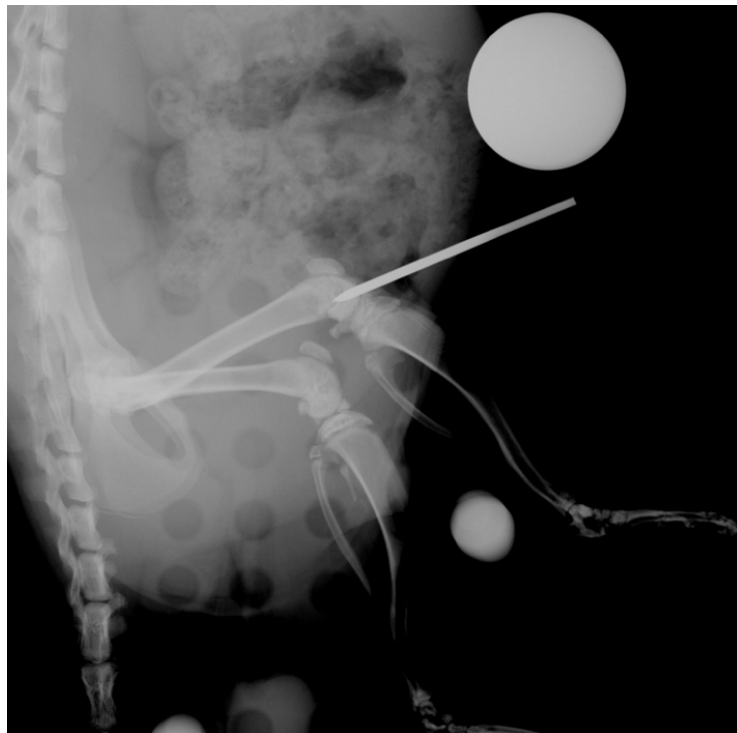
Röntgenbildkontrolle der intraartikulären Traumainduktion
